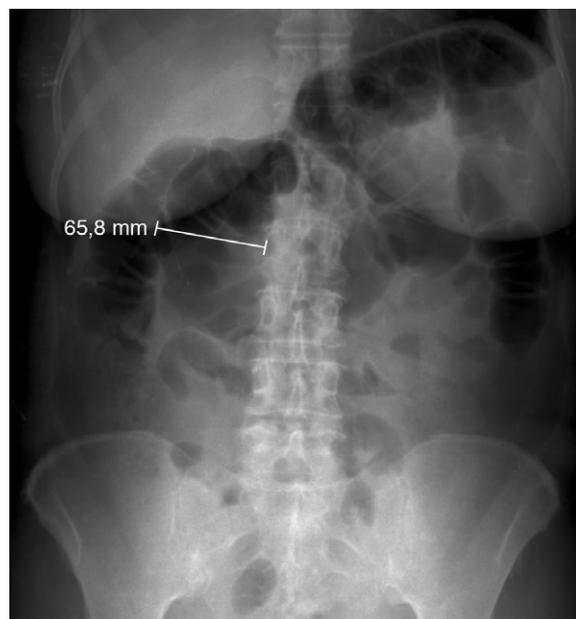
Radiografia do abdómen em pé mostrando marcada dilatação cólica, com diâmetro do cólon transverso superior a 6 cm, compatível com megacólon.
